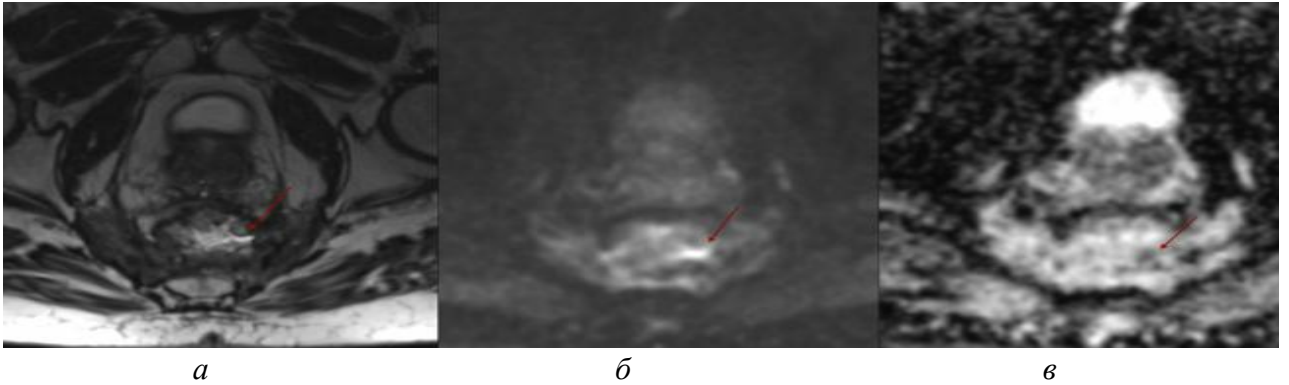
Пациент Л. 47 лет, данные динамического наблюдения Аденокарцинома прямой кишки, после низкой передней резекции прямой кишки, несостоятельность межкишечного анастомоза с формированием пресакрального абсцесса, в процессе терапии. Через 3 месяца а) T2 ВИ, пресакральная гнойная полость, широко сообщающаяся с просветом кишки; б) ДВИ, высокий b-фактор, ограничение диффузии в полости; в) ADC-карта, снижение ИКД. Подозрение на наличие рецидива в зоне несостоятельности межкишечного анастомоза по данным МРТ исключено, пациент продолжил лечение и динамическое наблюдение.
